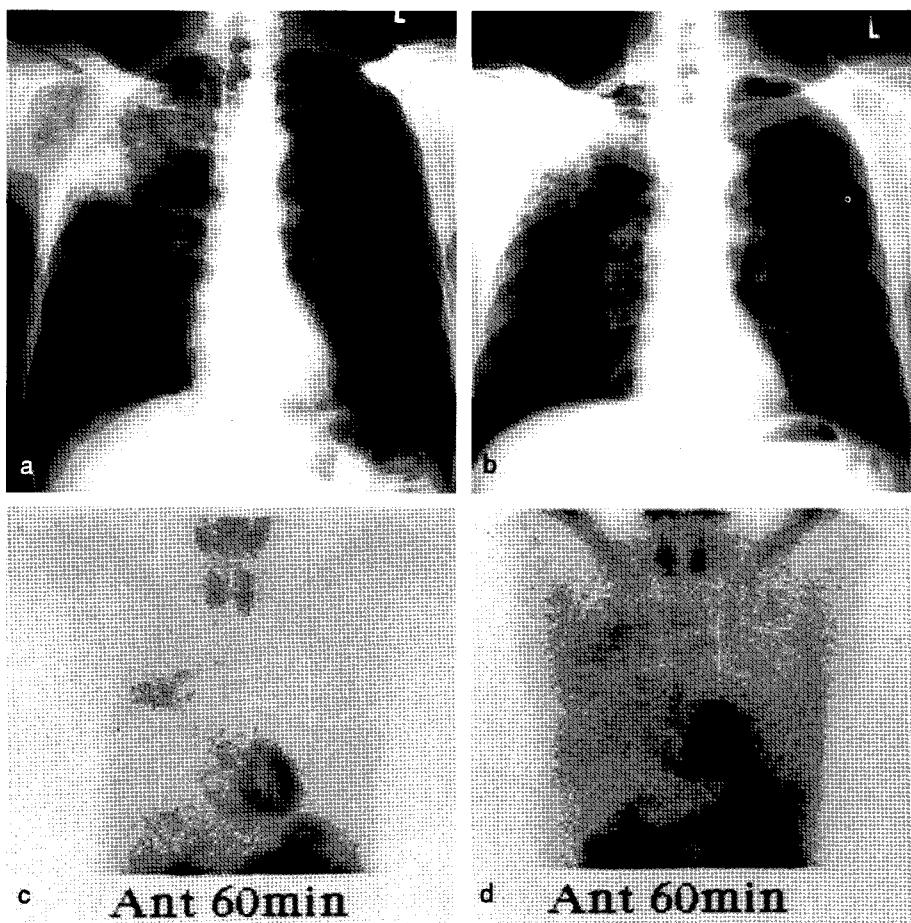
Chest radiography (a, b) and ^{99m}Tc -MIBI scan (c, d) before (a, c) and after (c, d) 6 month of chemotherapy. Sputum AFB became negative and chest radiography improved. ^{99m}Tc -MIBI uptake after negative conversion of sputum AFB decreased but still visible. Because image d was intensified to show faint ^{99m}Tc -MIBI uptake compared to that of image c, background activity of image d is higher than c. Site of maximum uptake is a little bit different between c and d.
